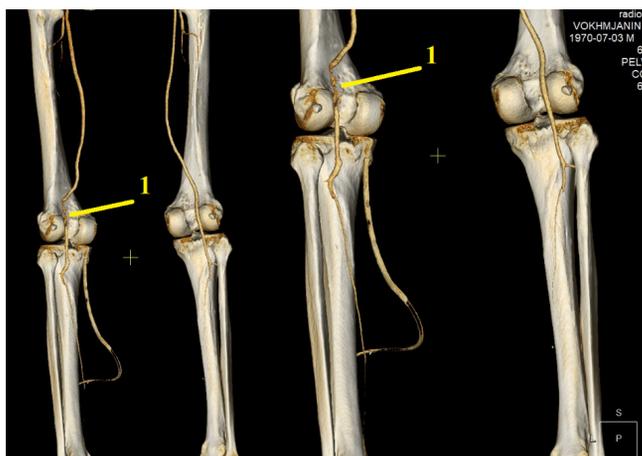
КТ АГ артерий нижних конечностей перед четвертой тромбэктомией.
